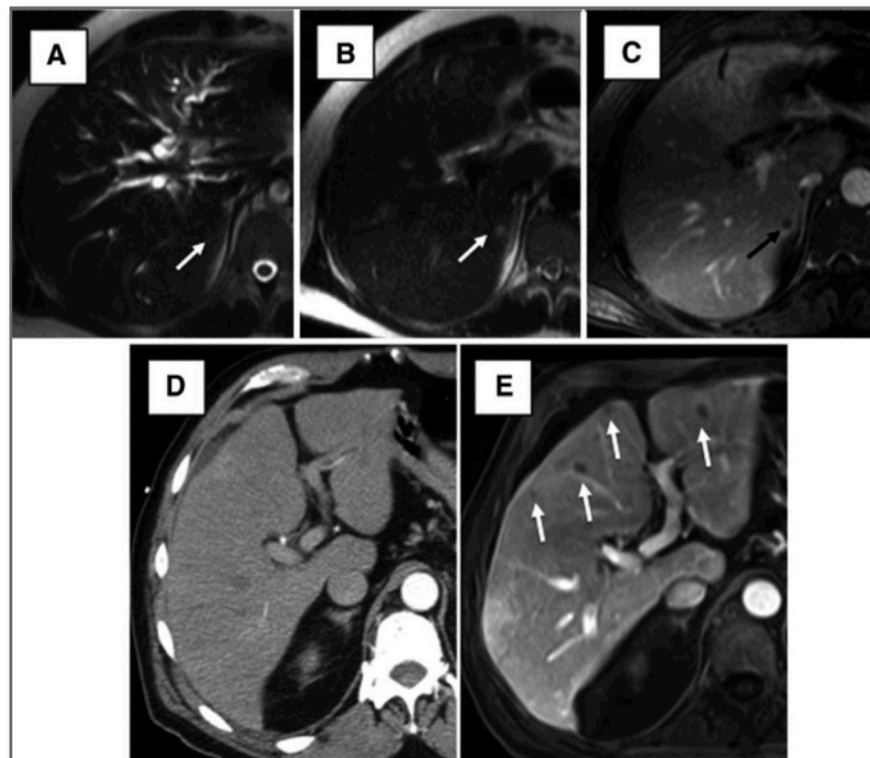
Metástasis hepáticas de un adenocarcinoma de páncreas. A: Lesión mal definida en segmento VI. B: La misma imagen en T2. C: Imagen con gadolinio. D: TC hepática sin lesiones aparentes. E: El mismo paciente que en D, con imagen de RM en T1 mostrando varias metástasis de una adenocarcinoma pancreático.
